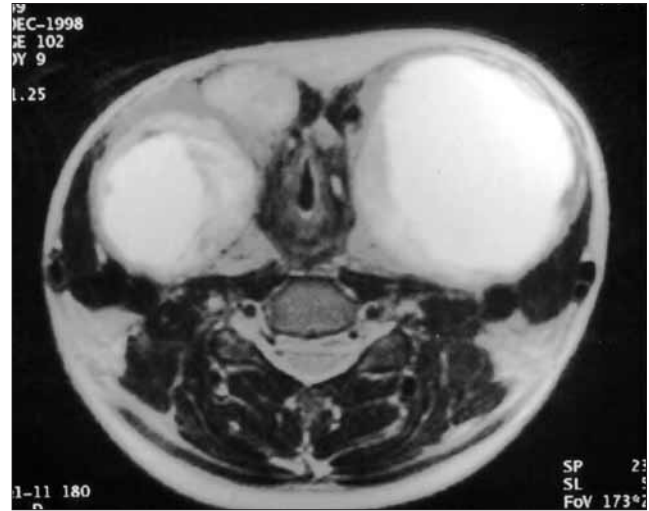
Resonancia magnética de región cervical. Presencia de múltiples quistes tiroideos de contenido líquido, vía aérea preservada.
